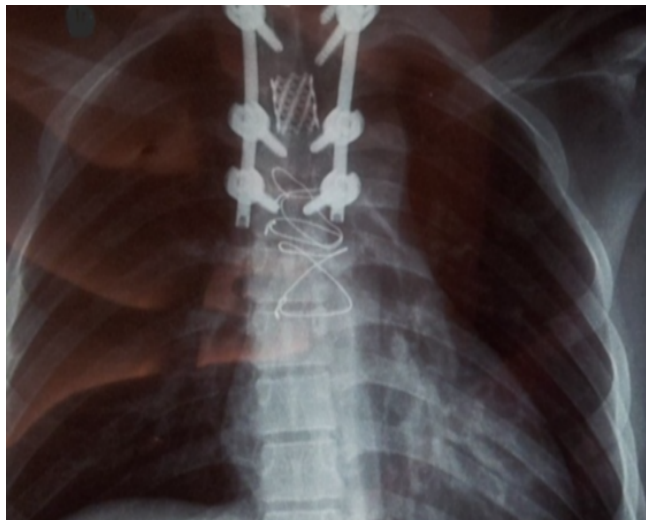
Radiografia anteroposterior da coluna torácica após a segunda cirurgia, evidenciando corpectomia total de T3, fusão vertebral e posicionamento do Cage de Harms longitudinalmente dando suporte aos platôs vertebrais proximal e distal, restabelecendo a coluna anterior.
